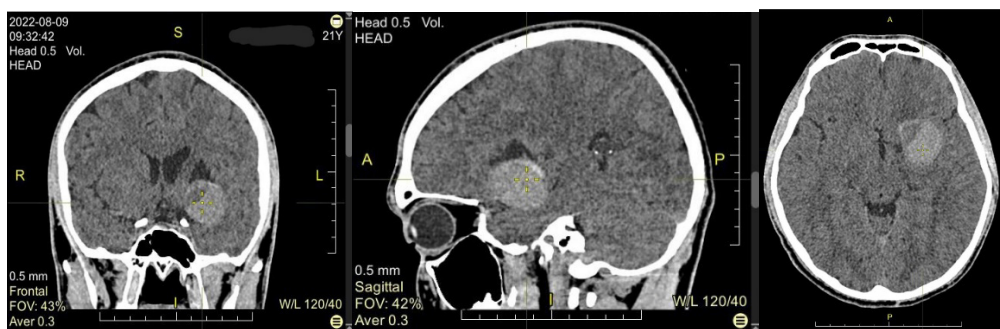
КТ-сканы головного мозга в остром периоде вторичного тромбоэмболического ИГМ в бассейне левой СМА на фоне тромбоза из гигантской мешотчатой нервавшейся частично тромбированной аневризмы M1 сегмента левой СМА
